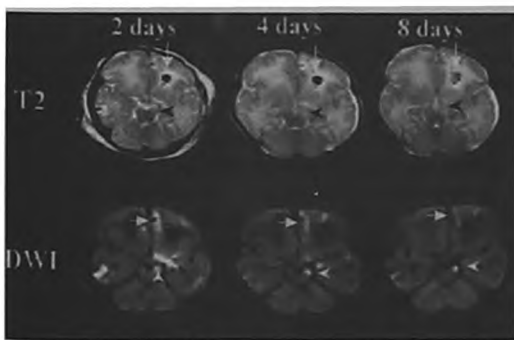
МРТ головного мозга плода в динамике после ОНМК по ишемическому типу.
